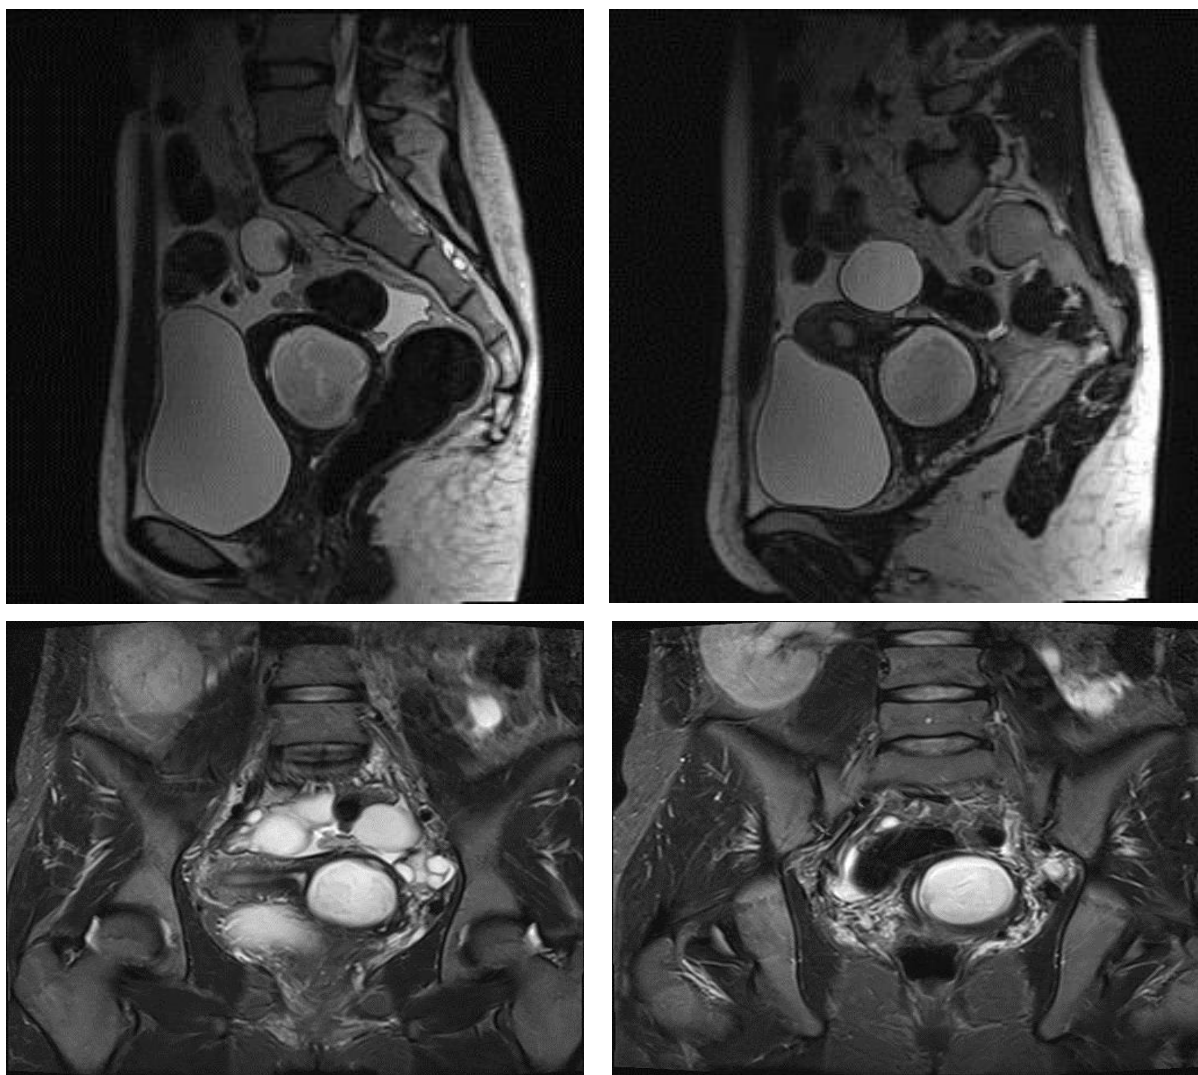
IRM, secvența în ponderație T2 tse, plan sagital și coronal prezintă uterul bicorn asociat cu colecție fluidă (hematocolpos) cu dimensiunile 48x49 mm în proiecția colului uterin stâng; uterul drept cu dimensiuni nemodificate; se evidențiază septul vaginal transvers în treimea superioară a hematocolposului; polichistoză ovariană bilaterală; agenezia rinichiului stâng și hipertrofie compensatorie a rinichiului drept, lungimea rinichiului până la 162 mm
